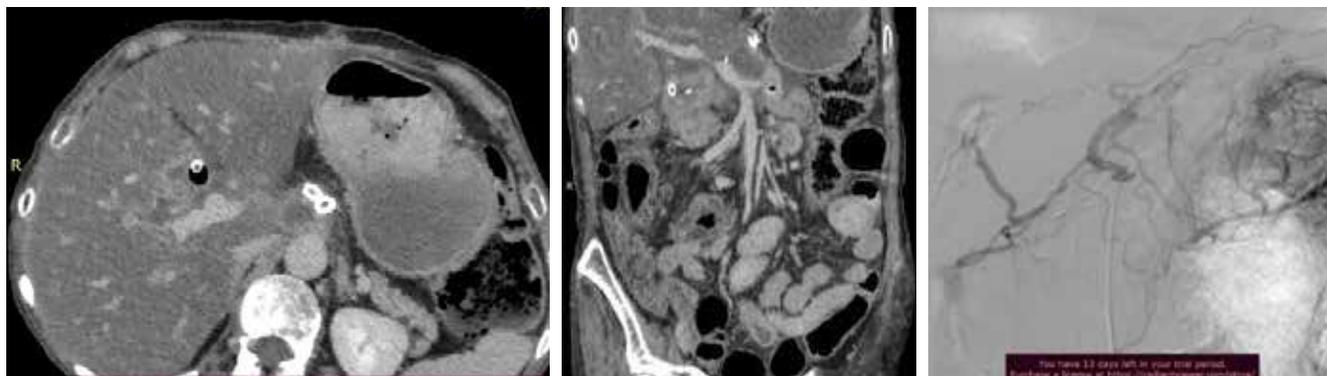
Компьютерная томография и ангиографический контроль через 3 месяца после операции
